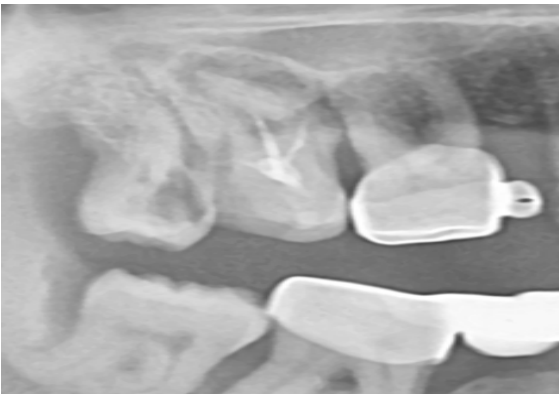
Предоперационная рентгенограмма зуба 17
